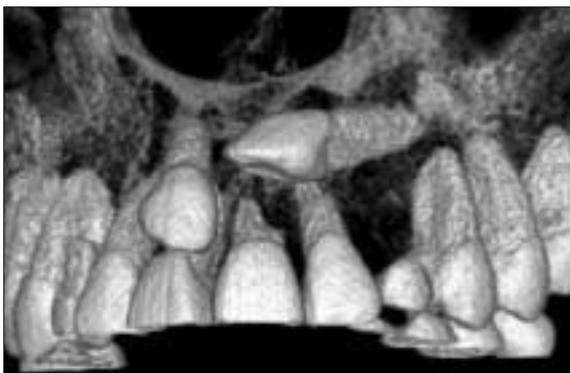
Initial 3D Dental-CT.
